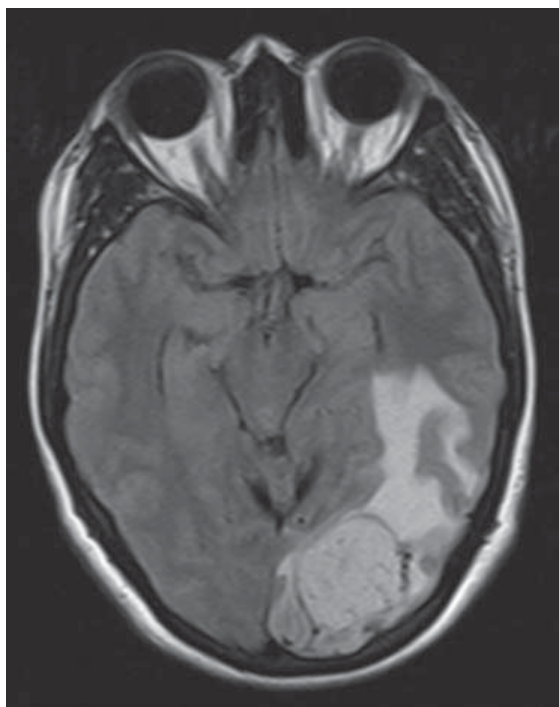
Imagen de resonancia magnética ponderada en T1, corte axial, que muestra lesión sólida en lóbulo occipital izquierdo y edema cerebral que abarca lóbulo temporal izquierdo, correspondiendo a hemangioblastoma supratentorial en femenina de 26 años.
